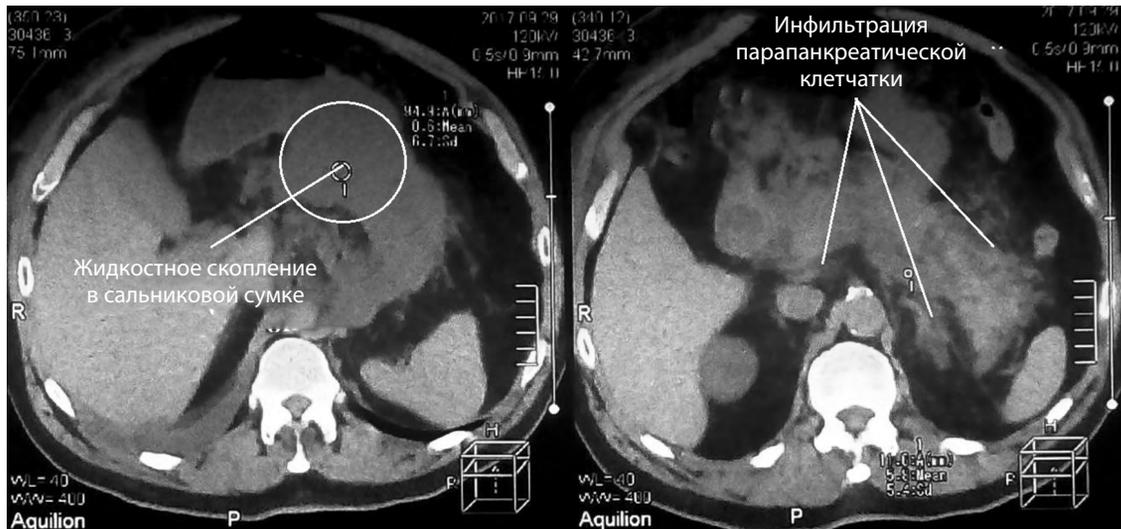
КТ брюшной полости больного М. от 29.09.2017 г. (8-е сут болезни)
